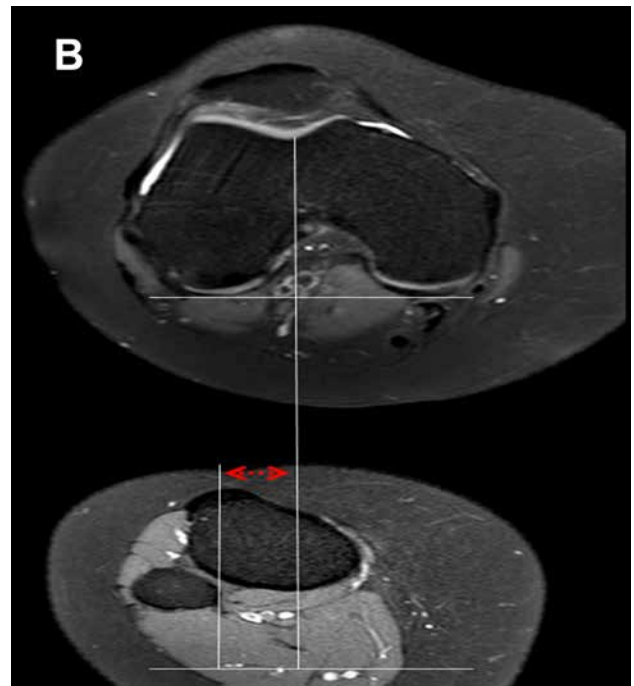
Medición de la distancia TT-TG por RMN.
